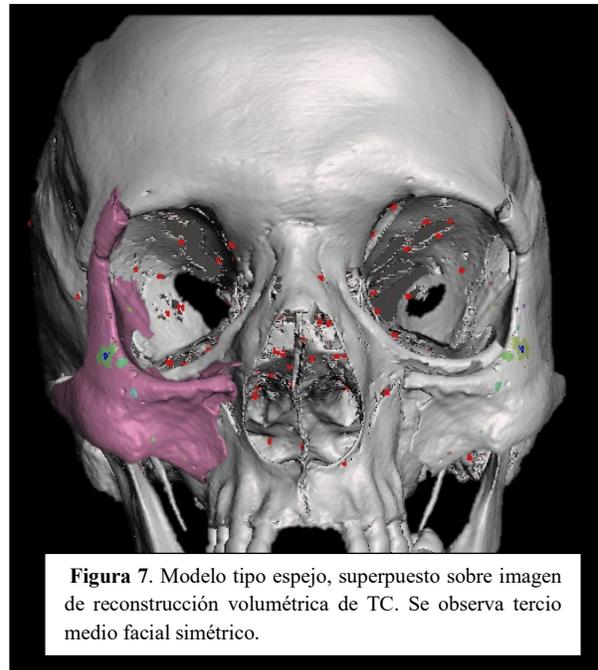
Modelo tipo espejo, superpuesto sobre imagen de reconstrucción volumétrica de TC. Se observa tercio medio facial simétrico.
